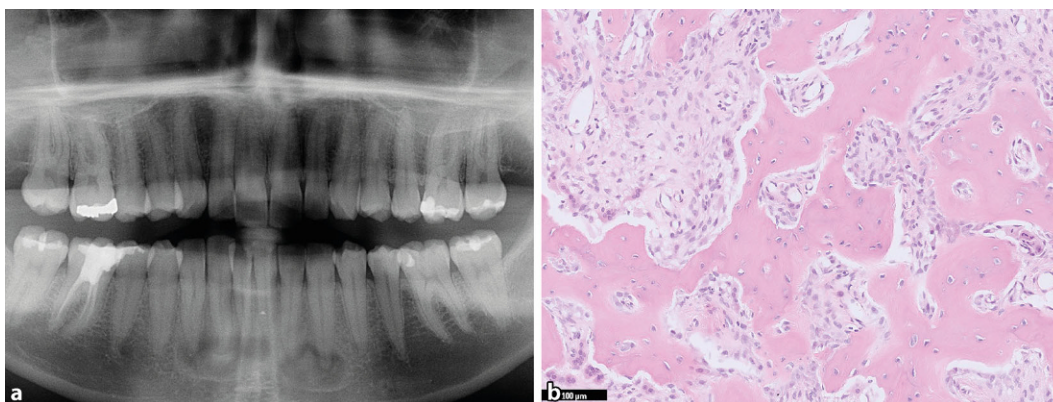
◀ Zementoossäre Dysplasie (ZOD), periapikal. Bilaterale umschriebene periapikale Osteolysen im Bereich der Schneidezähne des Unterkiefers (a, Orthopantomogramm). Fibroblastäres Spindelzellstroma durchzogen von unreifen Geflechtknochen trabekeln (b, HE-Färbung, Vergr. 100:1)
